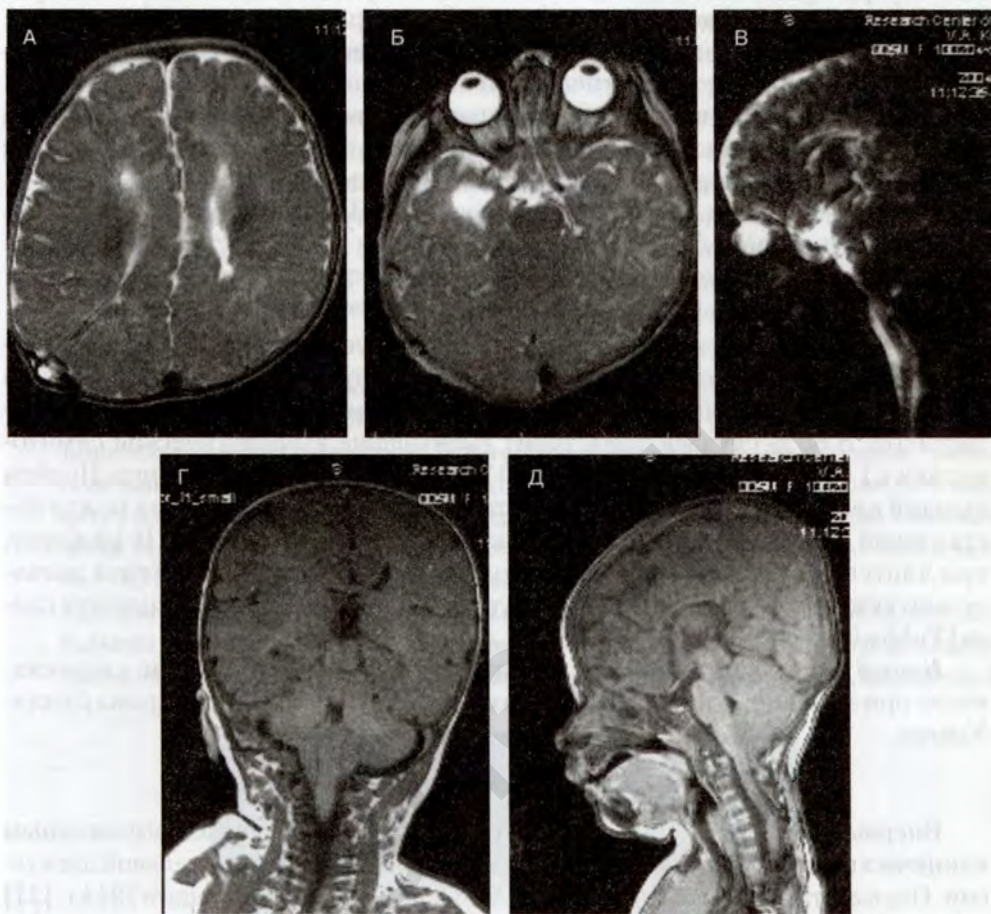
МРТ головного мозга. Аномалия Киари III.
